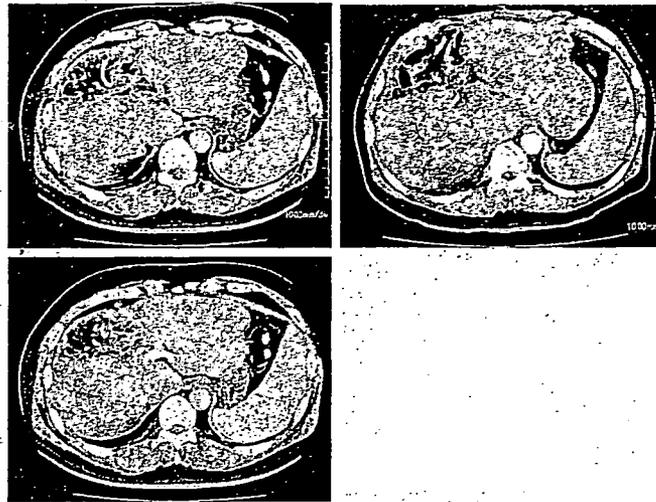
術後経過中における腹部 CT 検査 ((a) 術後8カ月 CT 検査, 動脈相, (b) 術後8カ月 CT 検査, 門脈相, (c) 術後1年目 CT 検査, 動脈相): 術後8カ月目の腹部 CT 検査で新たに肝 S7に CCC 成分の再発を疑う ring enhanced lesion を認めた (a, b). また, 術後1年目の腹部 CT 検査では, 多発した ring enhanced lesions の他に, 新たに HCC 成分の再発を疑う early enhanced lesion を認めた (c).
